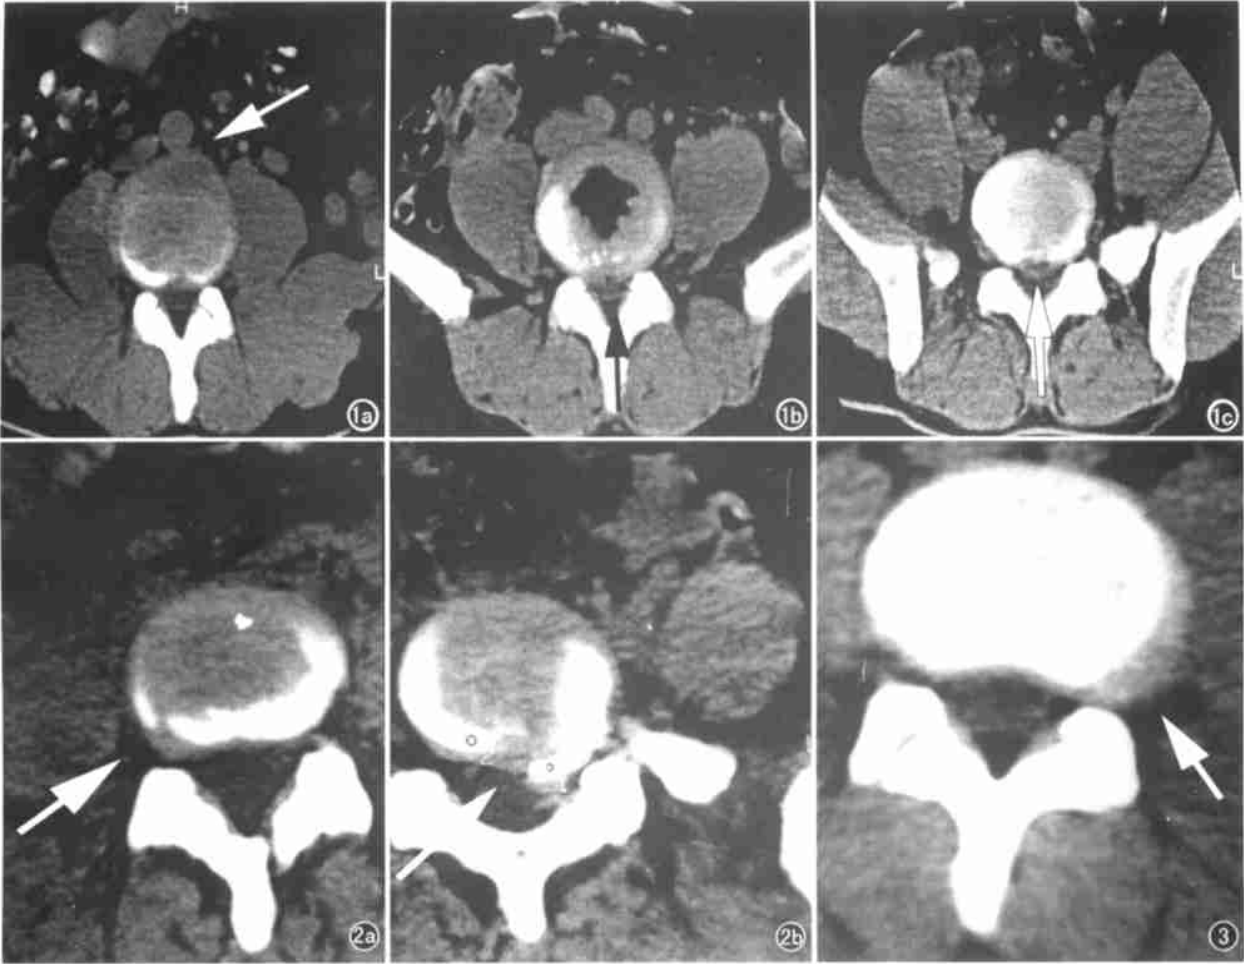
男,37岁。a) CT 示 L₃₋₄重度前突型腰椎间盘突出; b) L₄₋₅中度后突中央型腰椎间盘突出伴椎间盘积气; c) L_{5-S₁}中度后突中央型腰椎间盘突出。 图2 女,24岁。CT 示多间隙腰椎间盘突出。a) L₄₋₅中度右侧椎间孔型间盘突出; b) L_{5-S₁}极重度左侧外侧型间盘突出伴钙化。 图3 男,29岁。CT 示多间隙腰椎间盘突出 L₃₋₄中度左侧椎间孔外侧型腰椎间盘突出。该患者另伴有 L₄₋₅重度后突中央型腰椎间盘突出。
